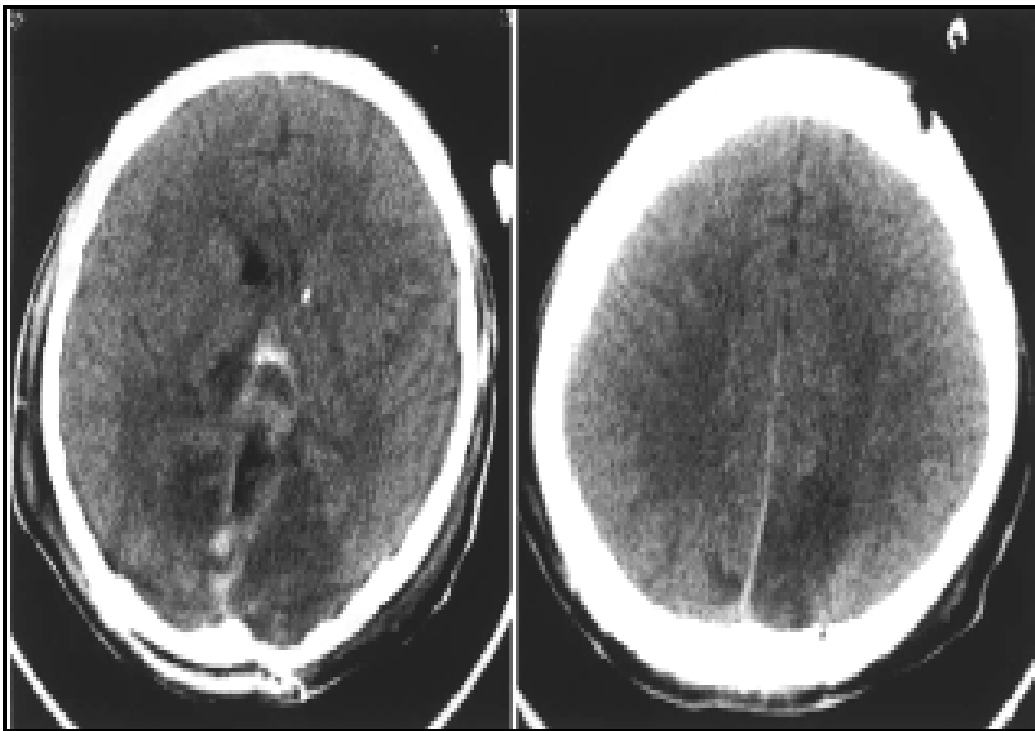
TDM postopératoire montrant la région d'hypodensité aux lobes occipitaux bilatéraux et le lobe pariétal gauche
